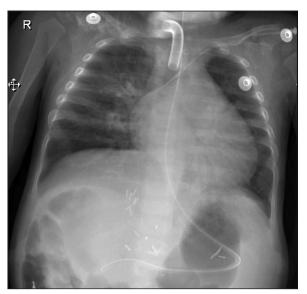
Radiografía de tórax (07.11.16) mostrando mejoría importante de los infiltrados alveolares observados previamente.
